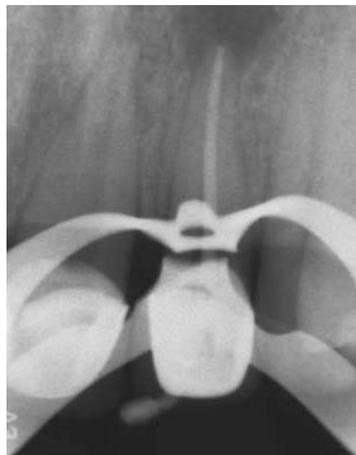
Radiografía de conometría para comprobar el ajuste del cono maestro de gutapercha.
